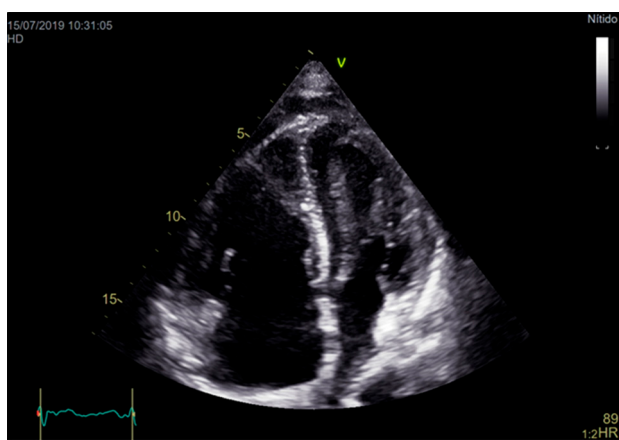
Ecocardiograma. El ecocardiograma transtorácico muestra agrandamiento de ventrículo y aurícula derecha, desplazamiento del tabique interventricular a la izquierda y compresión del ventrículo izquierdo, derrame pericárdico leve.
